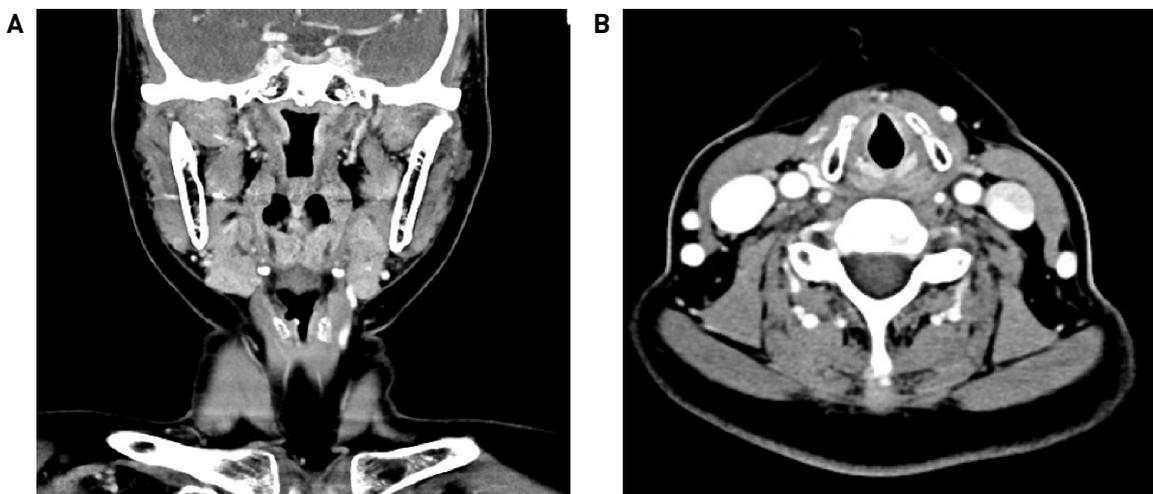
Preoperative coronal (A) and axial (B) view of contrast-enhanced neck CT. These scan showed a superficial elevated enhancing mass on the right vocal fold.
